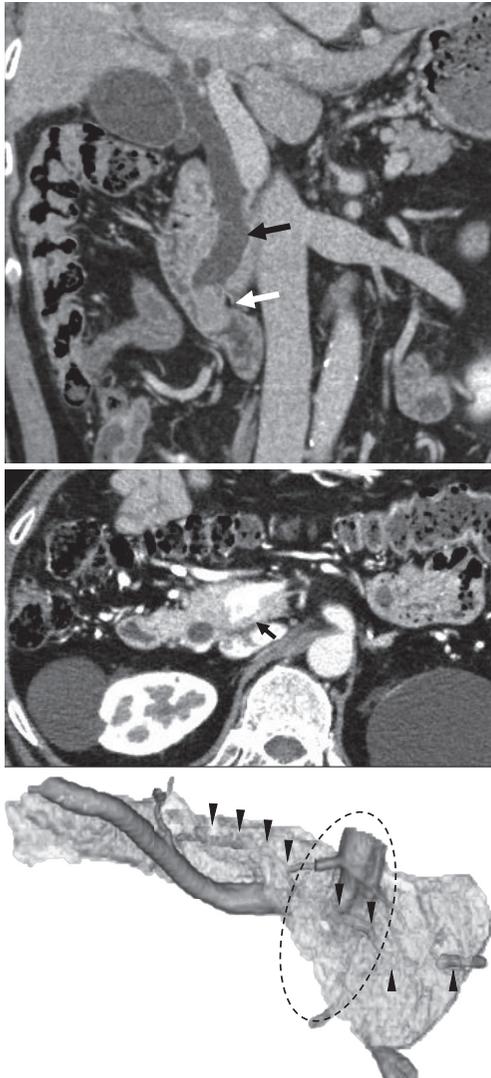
Findings of preoperative computed tomography (CT) : a. A tumor in the distal bile duct (white arrow) shows contrast enhancement and the bile duct proximal to the tumor is dilated (black arrow). b. Portal vein is encircled by aberrant pancreatic parenchyma of the portal annular pancreas (black arrow). c. Posterior view of three-dimensional reconstructed images for the pancreatic parenchyma, pancreatic ducts and portal vein system. The portal vein (PV) is encircled by pancreatic parenchyma (dotted-black line) and the main pancreatic duct (black arrowheads) runs dorsal side of the PV.
